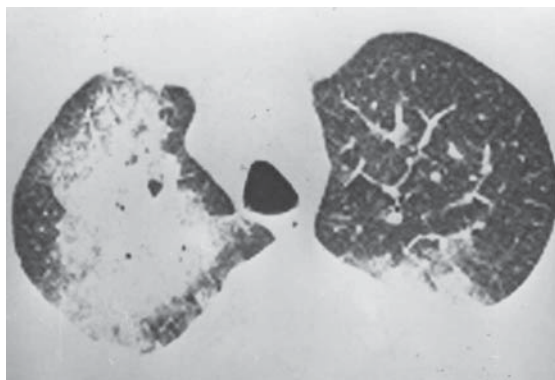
Tomografia computadorizada de alta resolução, com corte no nível dos lobos superiores, com janela de pulmão, mostrando consolidações assimétricas predominando no lobo superior direito, em paciente com ruptura de cordoalha mitral. Notam-se, também, opacidades em vidro fosco adjacentes às consolidações
